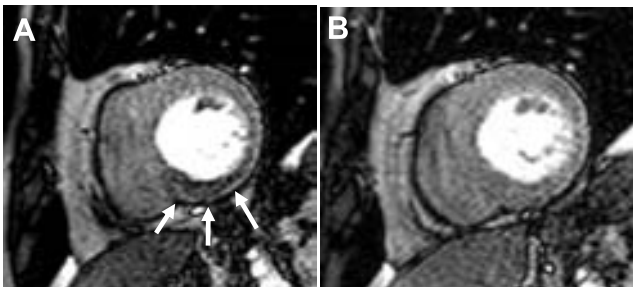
狭心症症例の負荷時(A)および安静時(B)心筋パーフュージョンMRI画像
